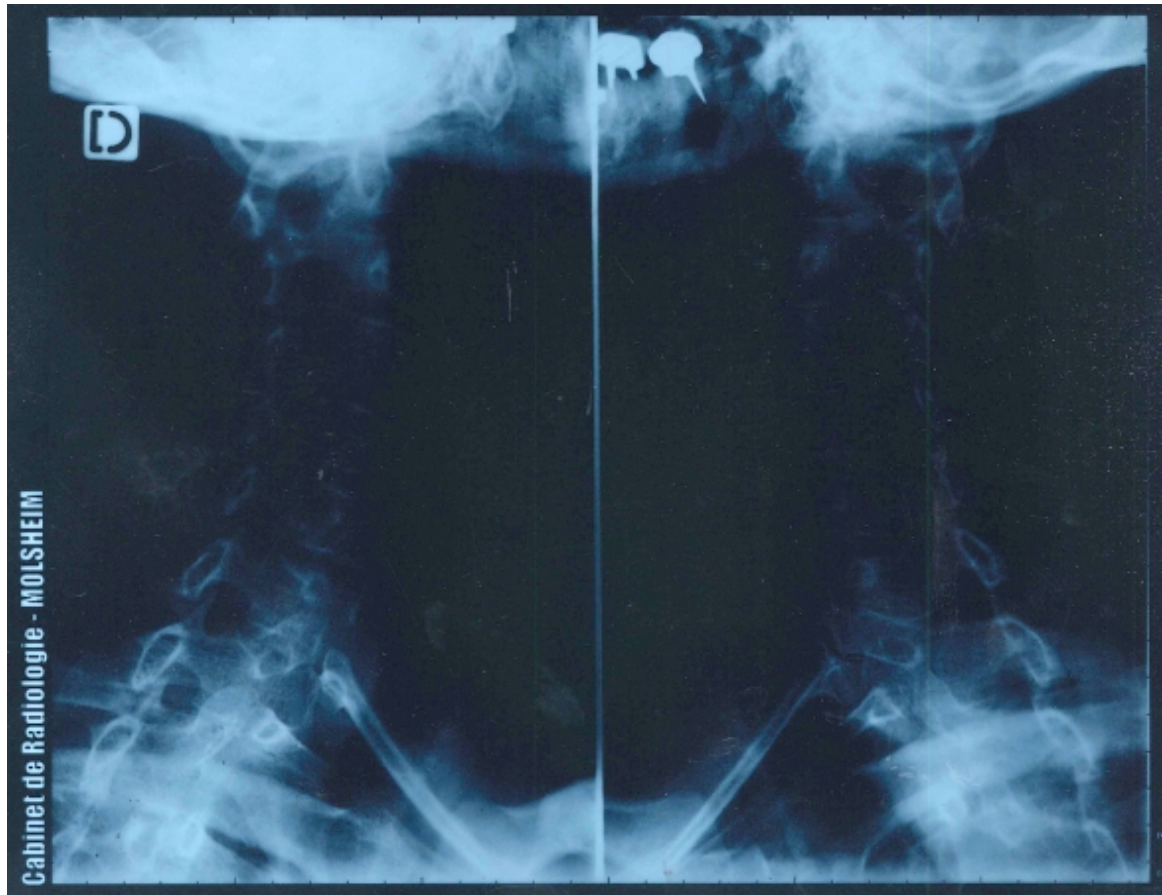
radiographie en vue de profil du rachis cervical le 9/12/10.
